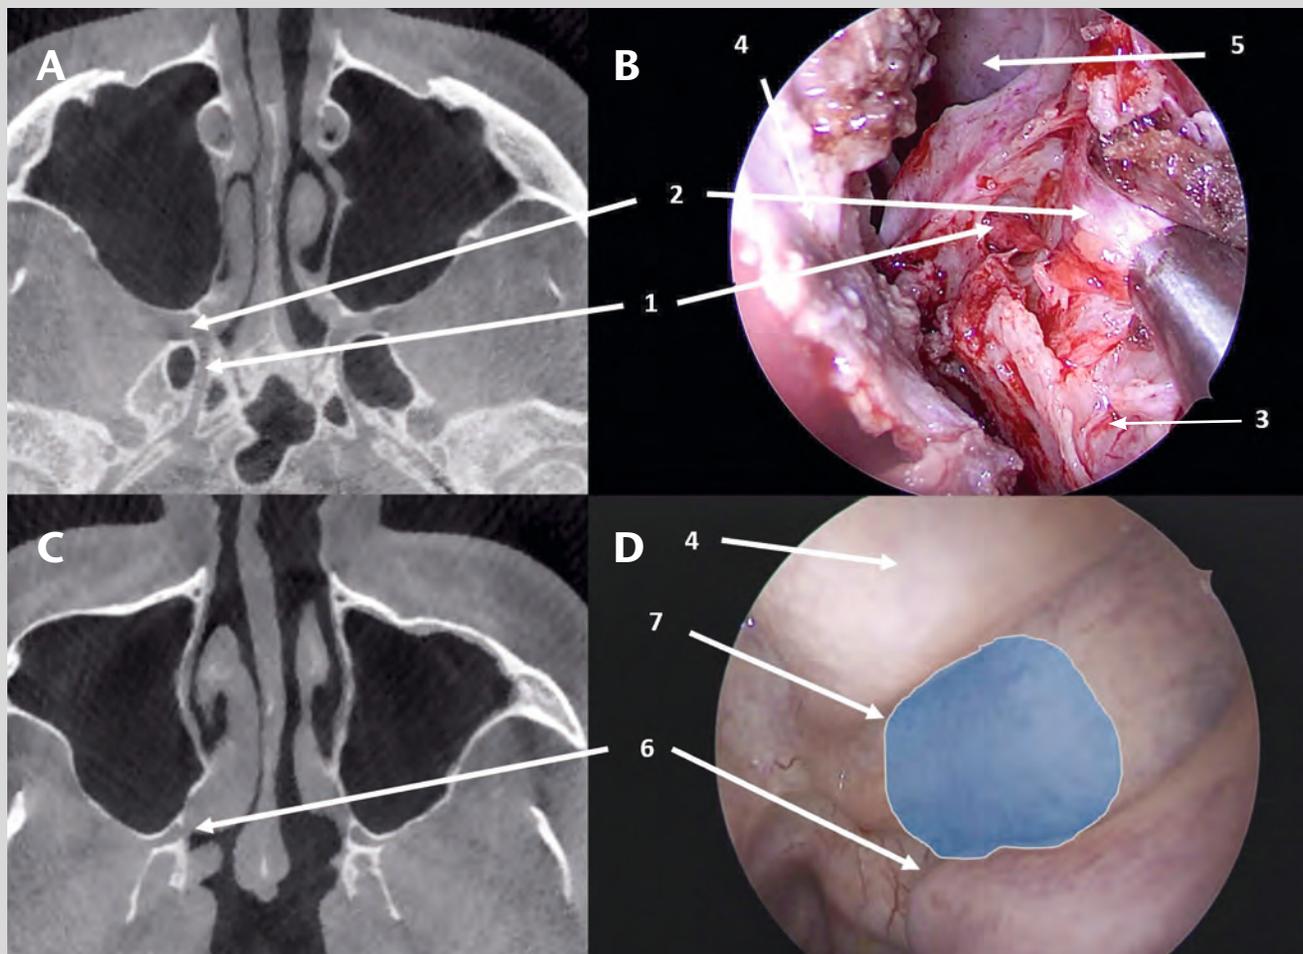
Gegenüberstellung von intra-operativem endoskopischen Befund und anatomischen Landmarken im CT (linke Seite)
